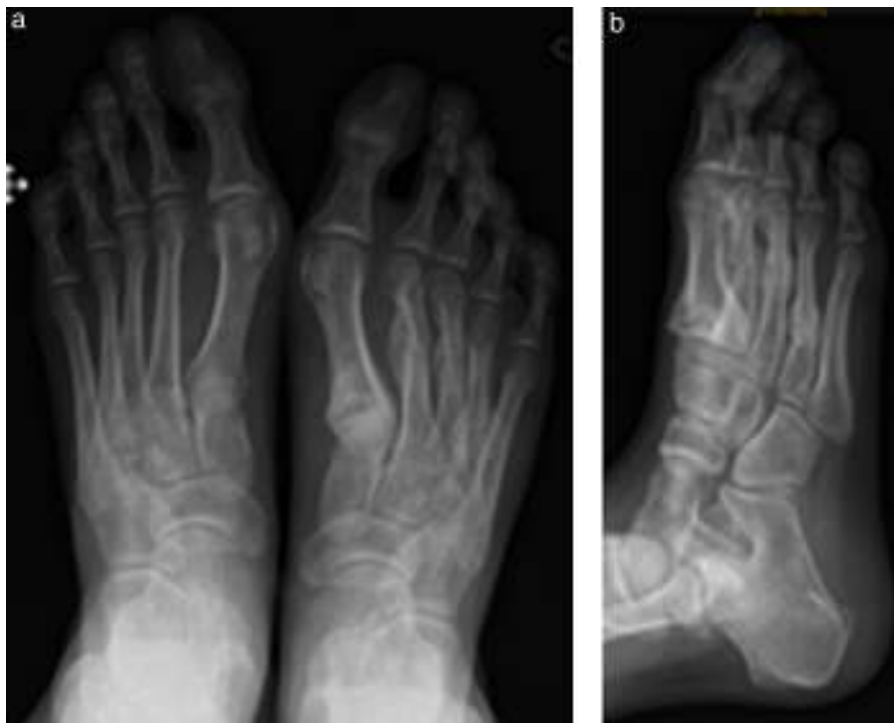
Radiografías iniciales (día 1).
